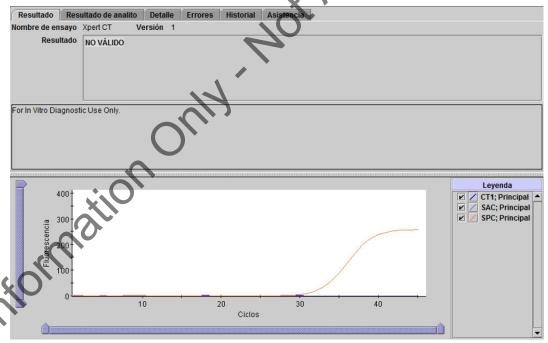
Xpert CT - Resultado no válido
